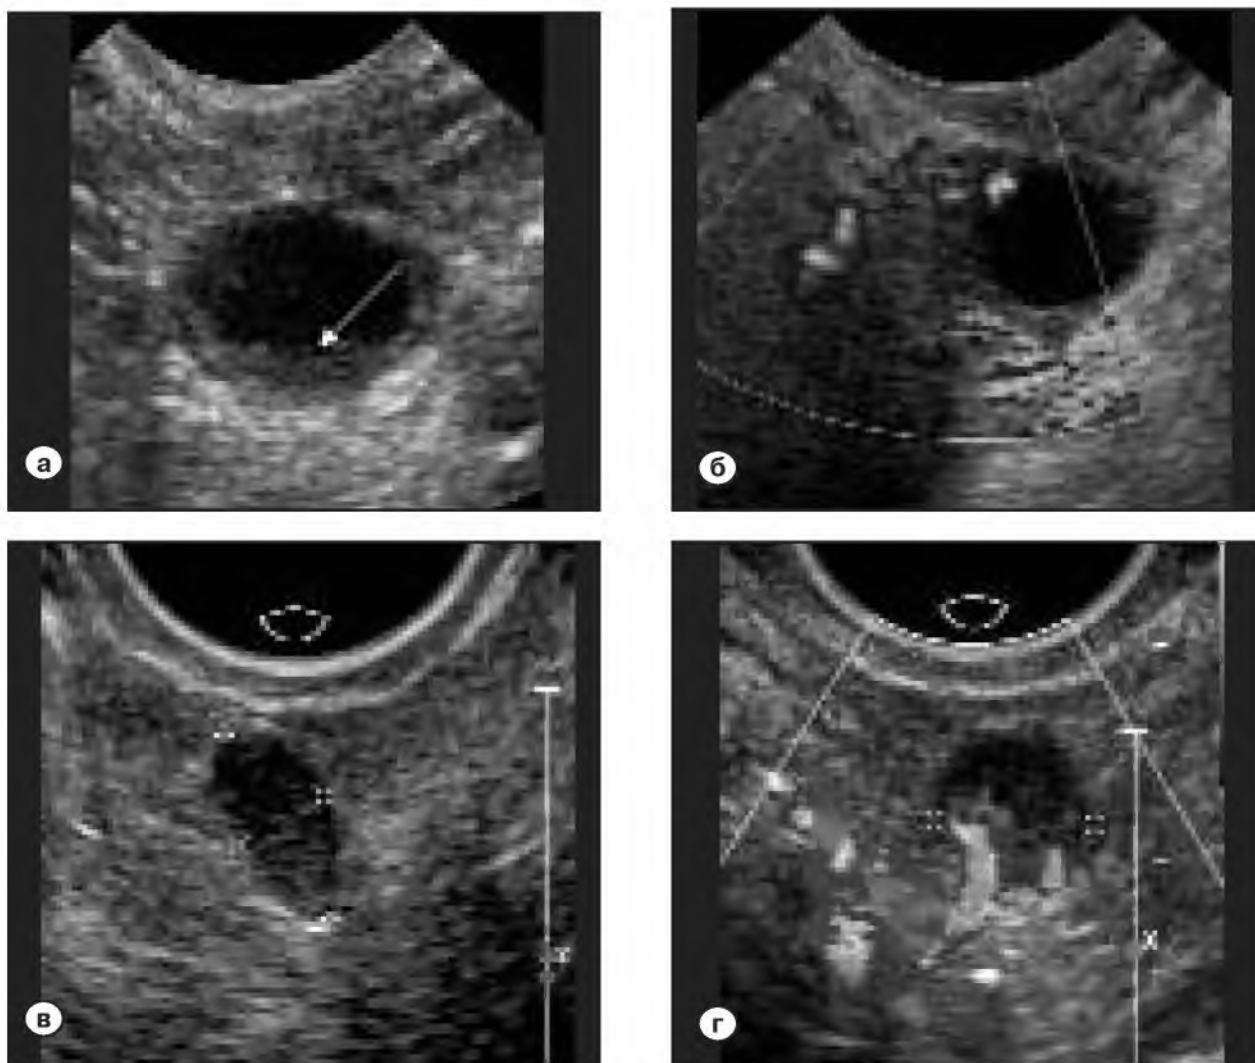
Женщина 57 лет. В 2005 г. у нее диагностирована дисгерминома левого яичника. При проведении УЗИ в В-режиме (а) визуализируется кистозное образование до 2,5 мм (стрелка) с разрастаниями по внутренней стенке. Те же образования – в режиме энергетического картирования (б). При обследовании в 2008 г. при УЗИ выявлен рецидив дисгерминомы (x) в В-режиме (в) и в ЦДК (г)
